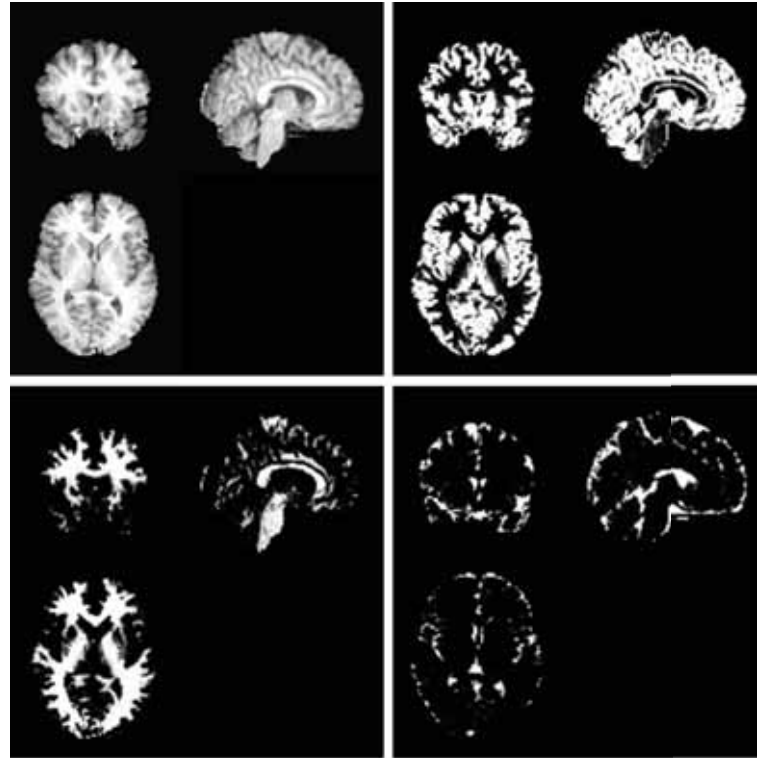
(arriba-izquierda) Imagen de RM, (arriba-derecha) mapa correspondiente a SG, (abajo-izquierda) mapa correspondiente a SB y (abajo-derecha) mapa correspondiente a LCR. Las cuatro imágenes están en el espacio estándar de *SPM*.
